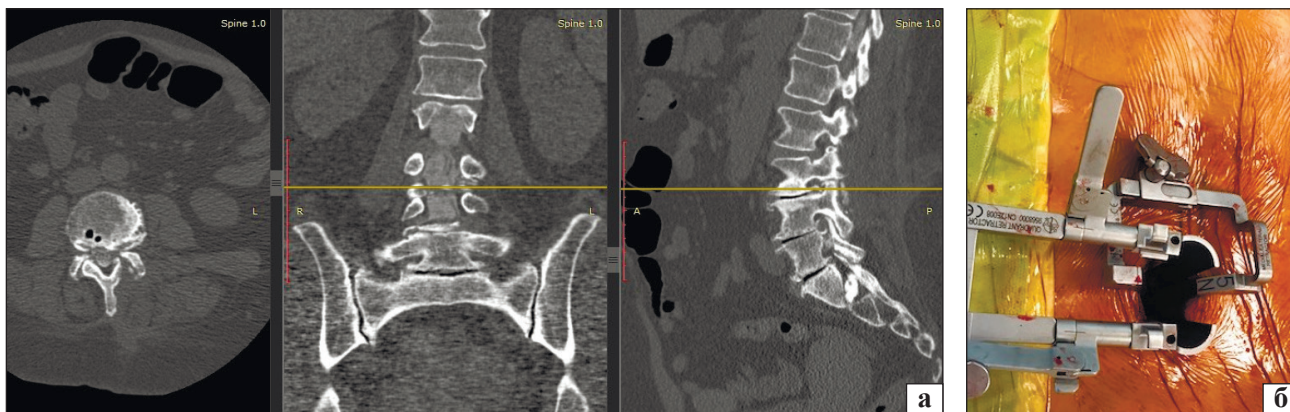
Фотовідбитки з комп'ютерної томограми (а) та вигляд операційного поля (б) під час тубулярної декомпресії у хворого зі стенозом поперекового відділу хребтового каналу
